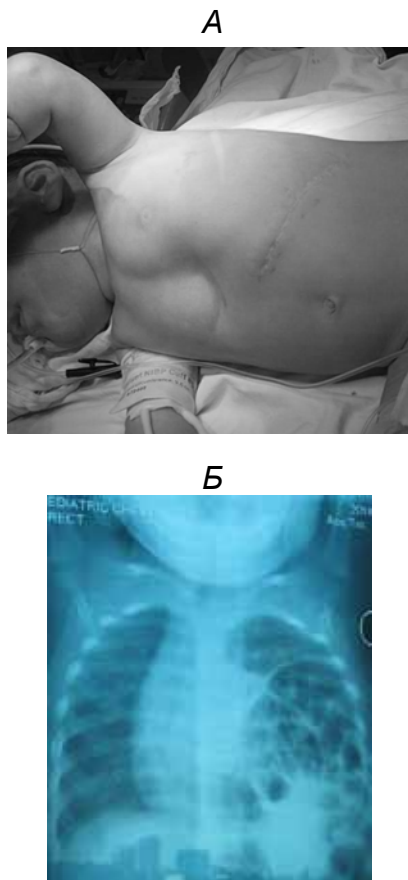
Хлопчик Б., 9 місяців. Рецидивна лівобічна діафрагмальна грижа, лейкоподібна деформація грудної клітки: А – фото пацієнта, стрілкою показано западання грудної клітки; В – оглядова рентгенограма органів грудної клітки, в проекції лівого геміторака – коміркові просвітлення.
